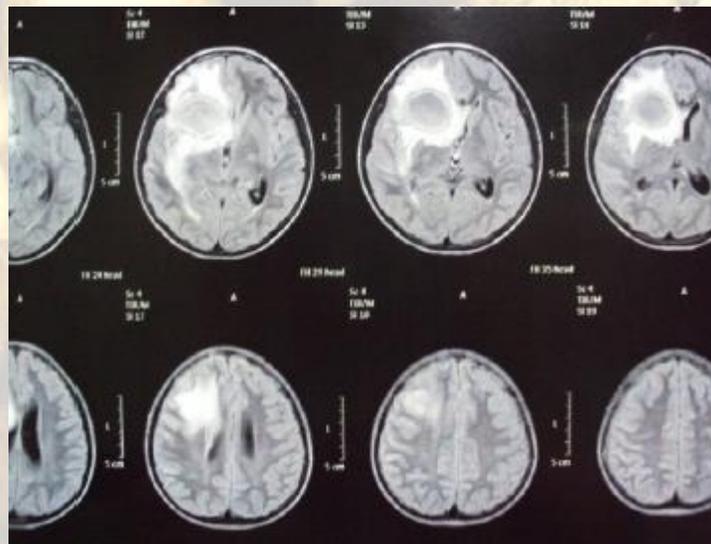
Ressonância magnética de encéfalo com gadolínio ponderada em T2. Cortes axiais.
